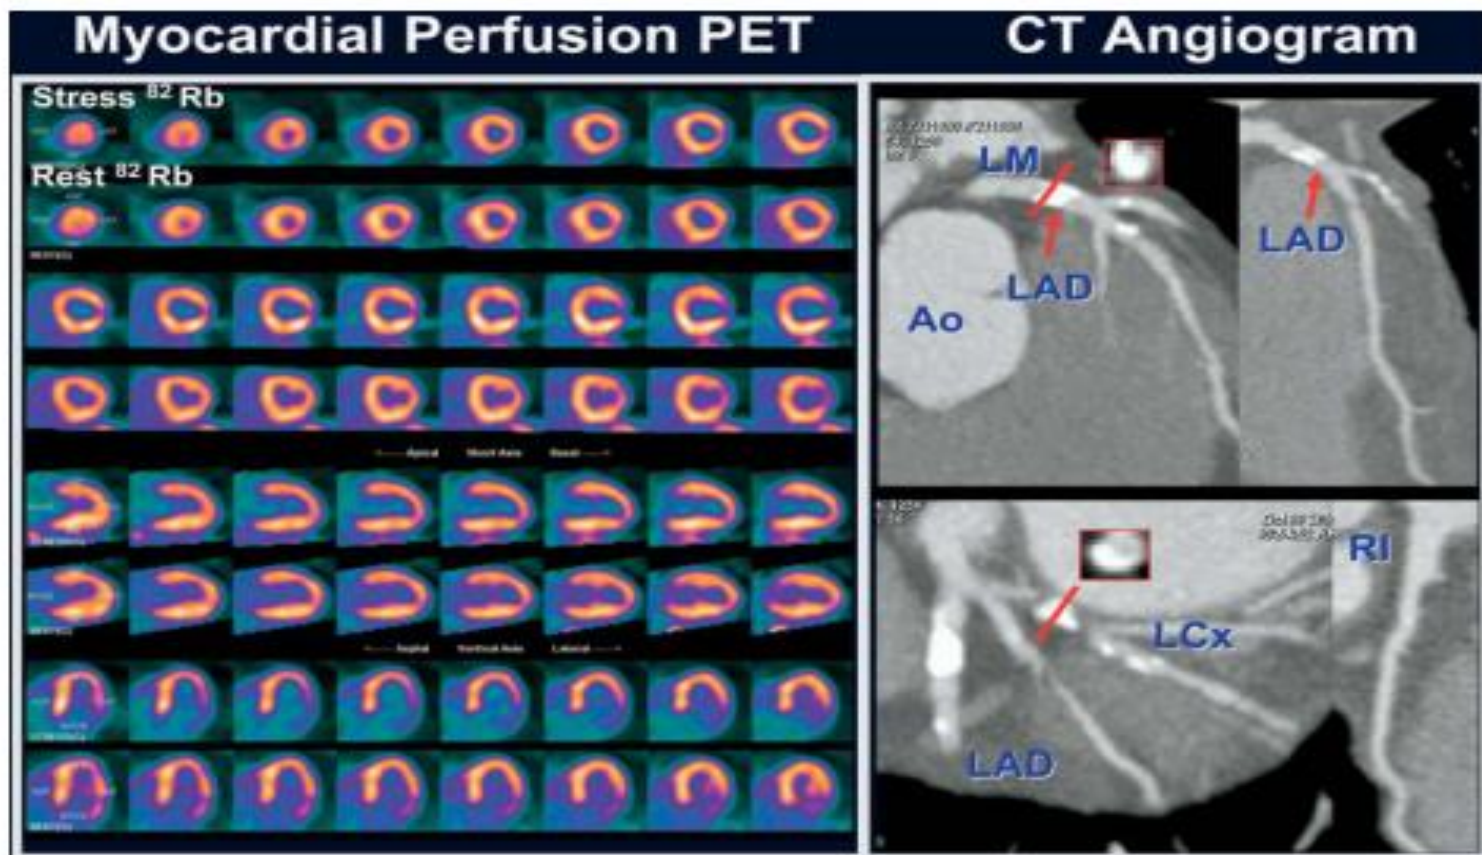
Integrated Rb-82 myocardial perfusion and CT coronary angiography images in patient with suspected CAD. The rest and stress myocardial perfusion PET images demonstrate a small perfusion defect of severe intensity in the mid and basal lateral walls with significant but not complete reversibility. On CTA, the coronary anatomy was right-dominant (images not shown), with severe luminal narrowing of the proximal left anterior descending artery (LAD) and left circumflex coronary artery (LCx) (shown in cross-sectional images of the vessels in the inset). The integrated PET-CT results suggest that although the patient has extensive coronary atherosclerosis in the proximal LAD and LCx, only the LCx stenosis is hemodynamically significant. Follow-up catheter-based coronary angiography demonstrated a totally occluded LCx (filled by collaterals), with minimal disease in the proximal LAD. ANT, Anterior; SEP, septal; LAT, lateral; INF, inferior; LM, left main artery; Ao, aorta; RI, ramus intermedius.
